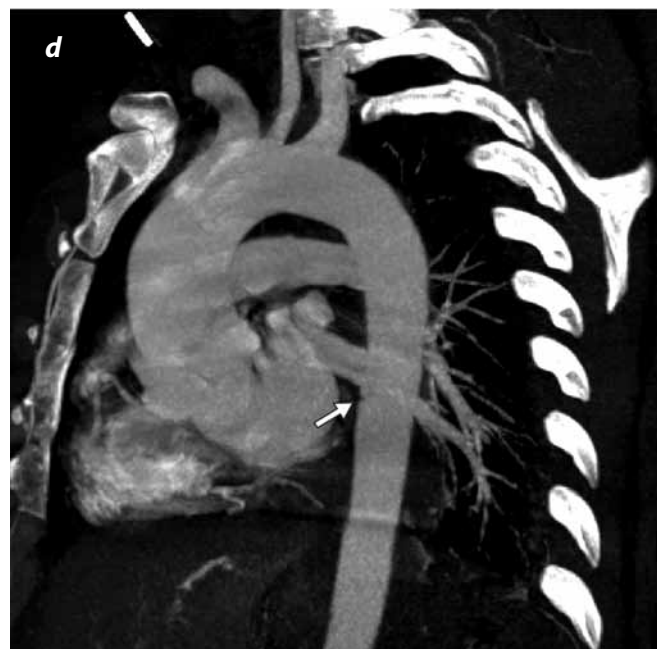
Angiotomografía de tórax. Reconstrucción en proyección de máxima intensidad (MIP): pequeña irregularidad en el contorno externo de la aorta descendente (flecha).
